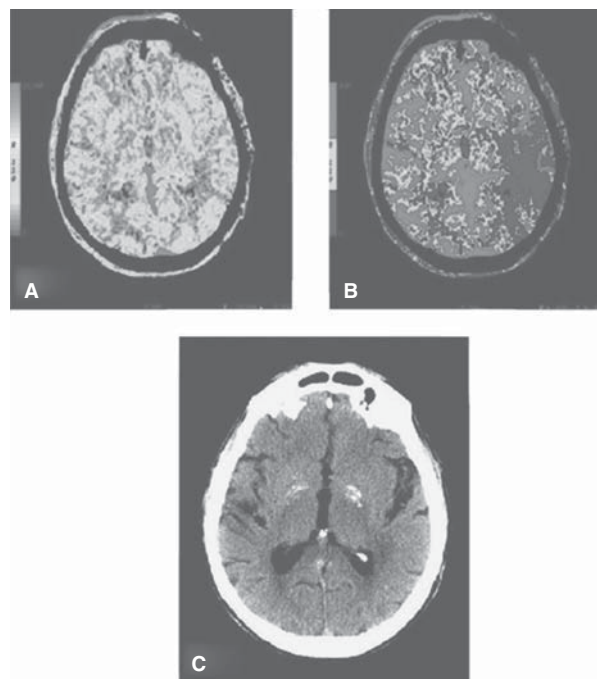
A) Mapa de volumen cerebral sanguíneo que muestra simetría bihemisférica. B) Mapa de tiempo de tránsito medio muestra un área de prolongación en el territorio de la arteria cerebral media izquierda que representa un área de penumbra. C) TC cerebral simple corrobora ausencia de zona infartada.
